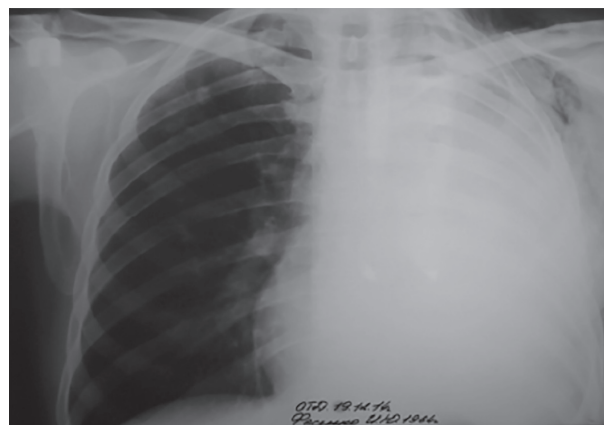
Оглядова рентгенограма хворого Ф. через 2 місяці після операції
